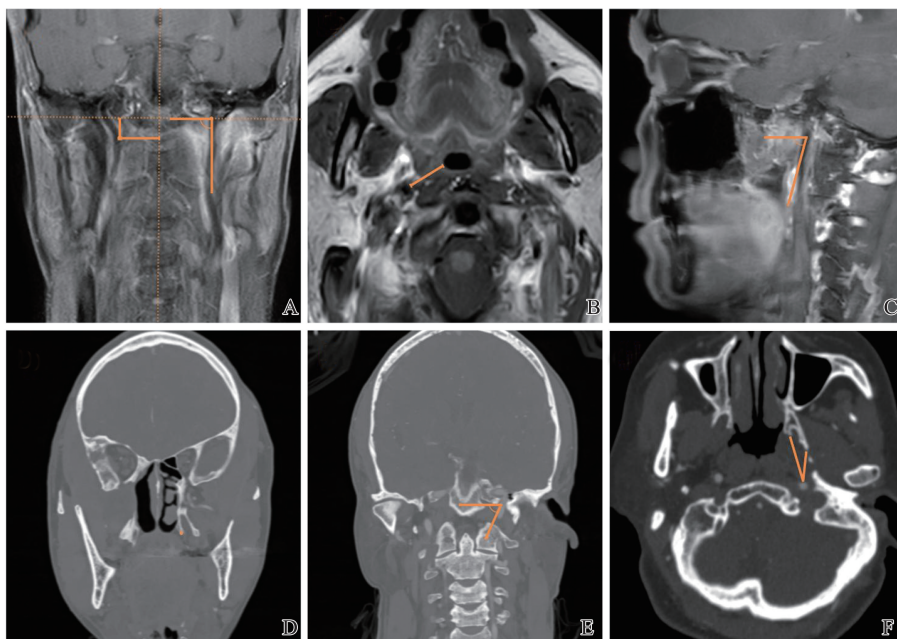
MR 以及 CTA 上颈内动脉影像特征的相关收集方法示例
